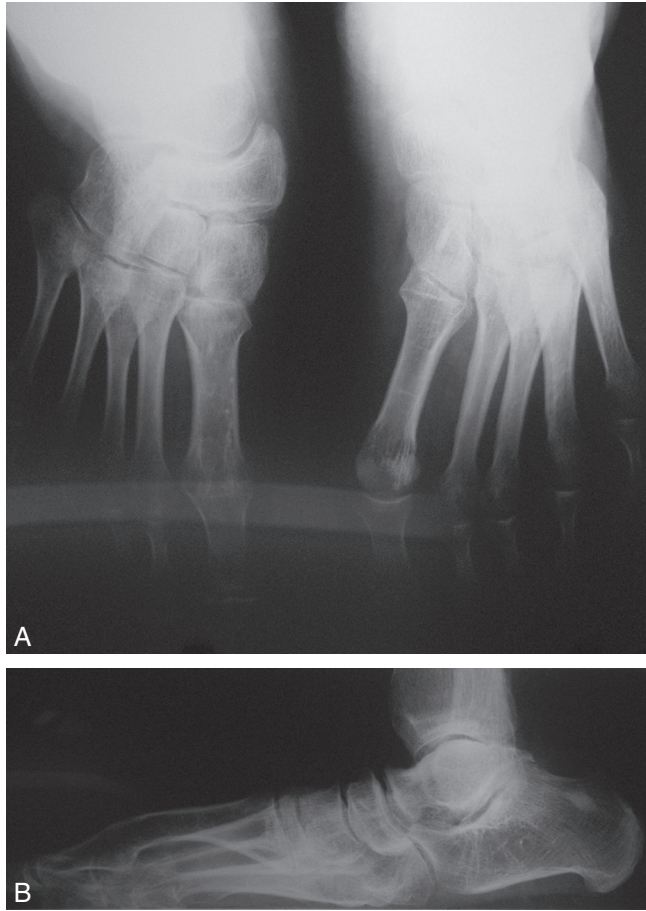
Radiographie préopératoire du pied.
